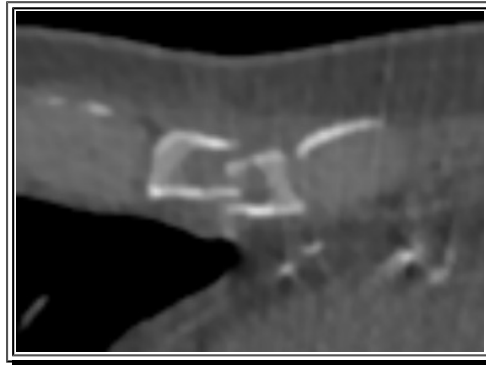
Переднезаднее смещение фрагментов грудины в теле. КТ грудины, аксиальный снимок в костном режиме
